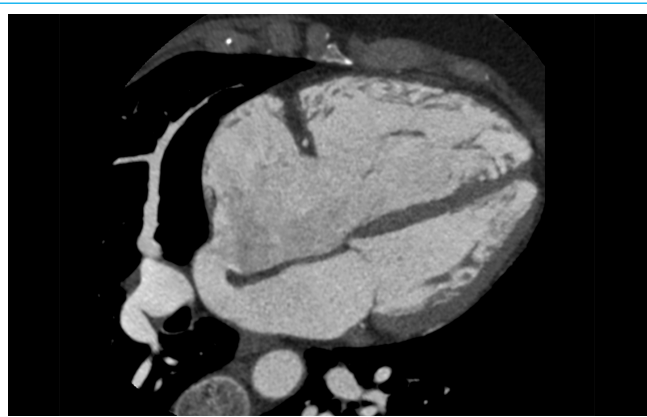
TC cardíaco. Plano de eje largo de 4 cámaras. En la parte más alta del septo interauricular se aprecia una comunicación interauricular tipo seno venoso superior.
